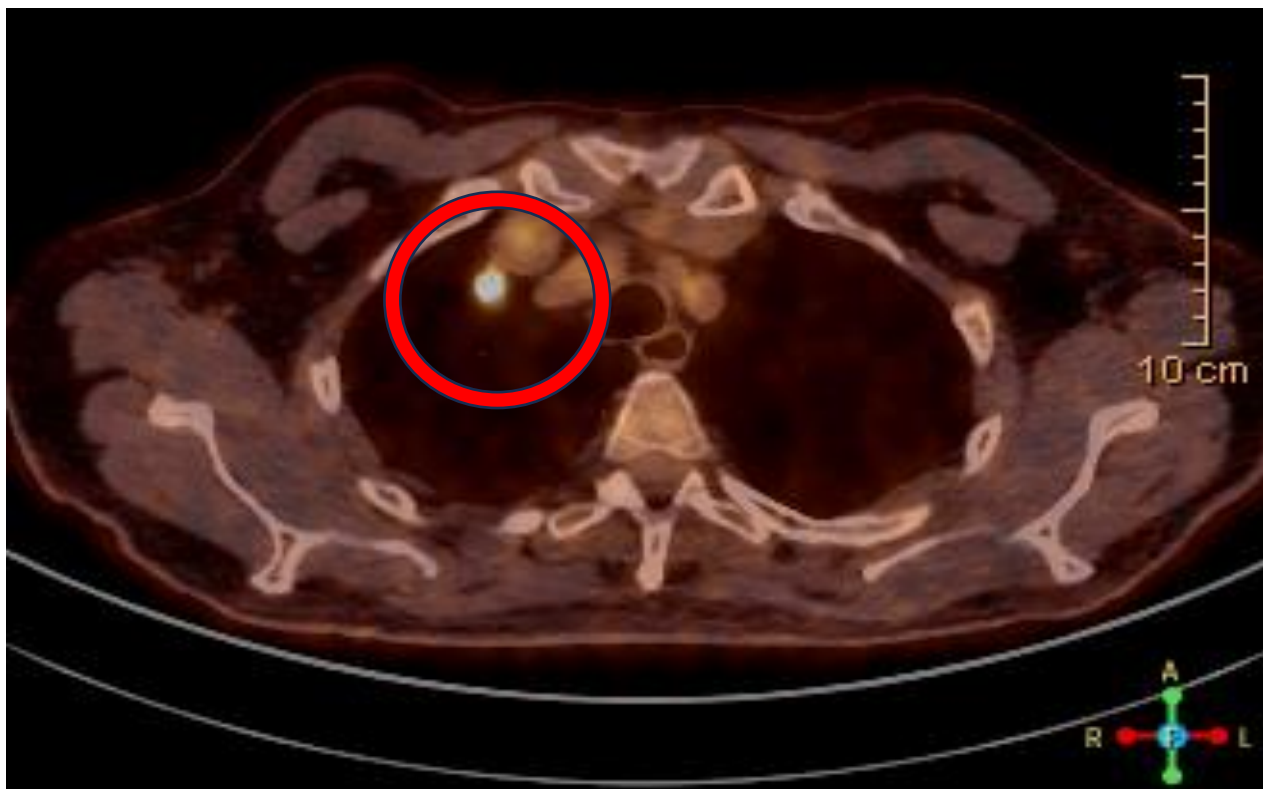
CT prikaz tumorske tvorbe na presjeku pluća. Preuzeto uz dopuštenje Klinike za torakalnu kirurgiju KBC Zagreb.
